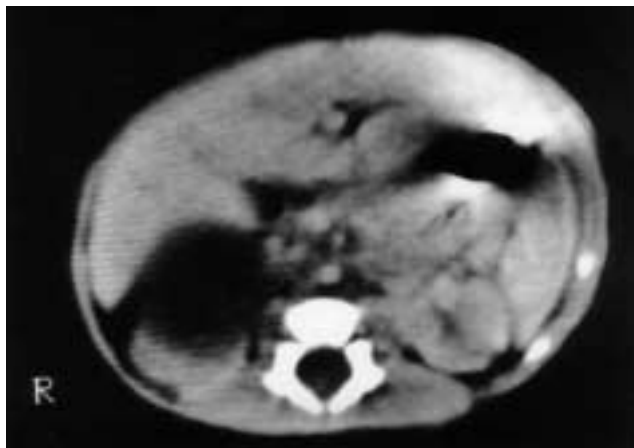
TAC abdominal: masa de aspecto quístico de unos 5 cm de diámetro en región suprarrenal derecha. Desplazamiento caudal de riñón derecho y medial de la vena cava inferior.
